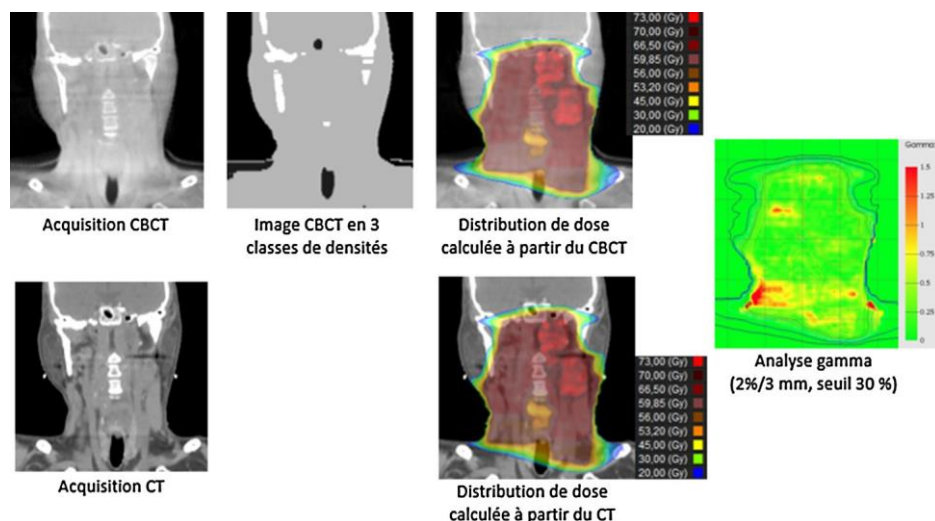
Calcul de dose de radiothérapie sur tomographies coniques basé sur une méthode d'affectation de densités en trois classes, comparé au calcul de dose sur la tomodensitométrie de référence. Le calcul de dose sur tomographies coniques peut être effectué en réalisant une affectation de densités. Pour cela, il est possible d'utiliser trois classes de structures (par exemple : air, tissu mou et os), celles-ci étant obtenues par une étape de segmentation par seuillage. Les distributions de dose calculées sur la tomodensitométrie (référence) et la tomographie conique peuvent alors être comparées par une analyse gamma en deux dimensions (plan coronal). CBCT : tomographie conique ; CT : tomodensitométrie.
